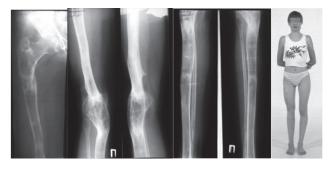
Больная С. и ее рентгенограммы через 3 года после лечения
